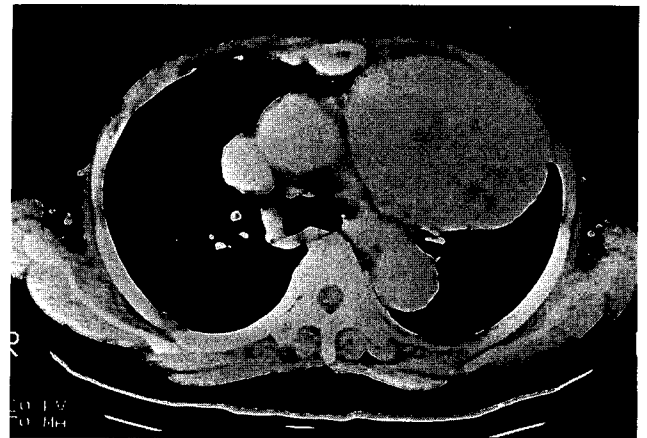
Chest CT films of first (upper) and second (lower) preoperative status, juxtaposition of great vessels
